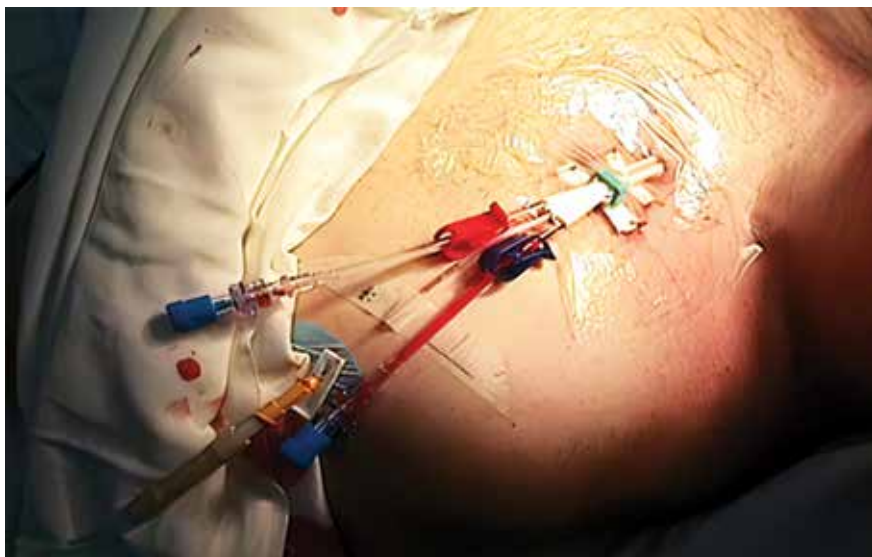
Трехходовой перфузионный катетер, установленный в подключичную вену у пациента с ЮАОЧ
